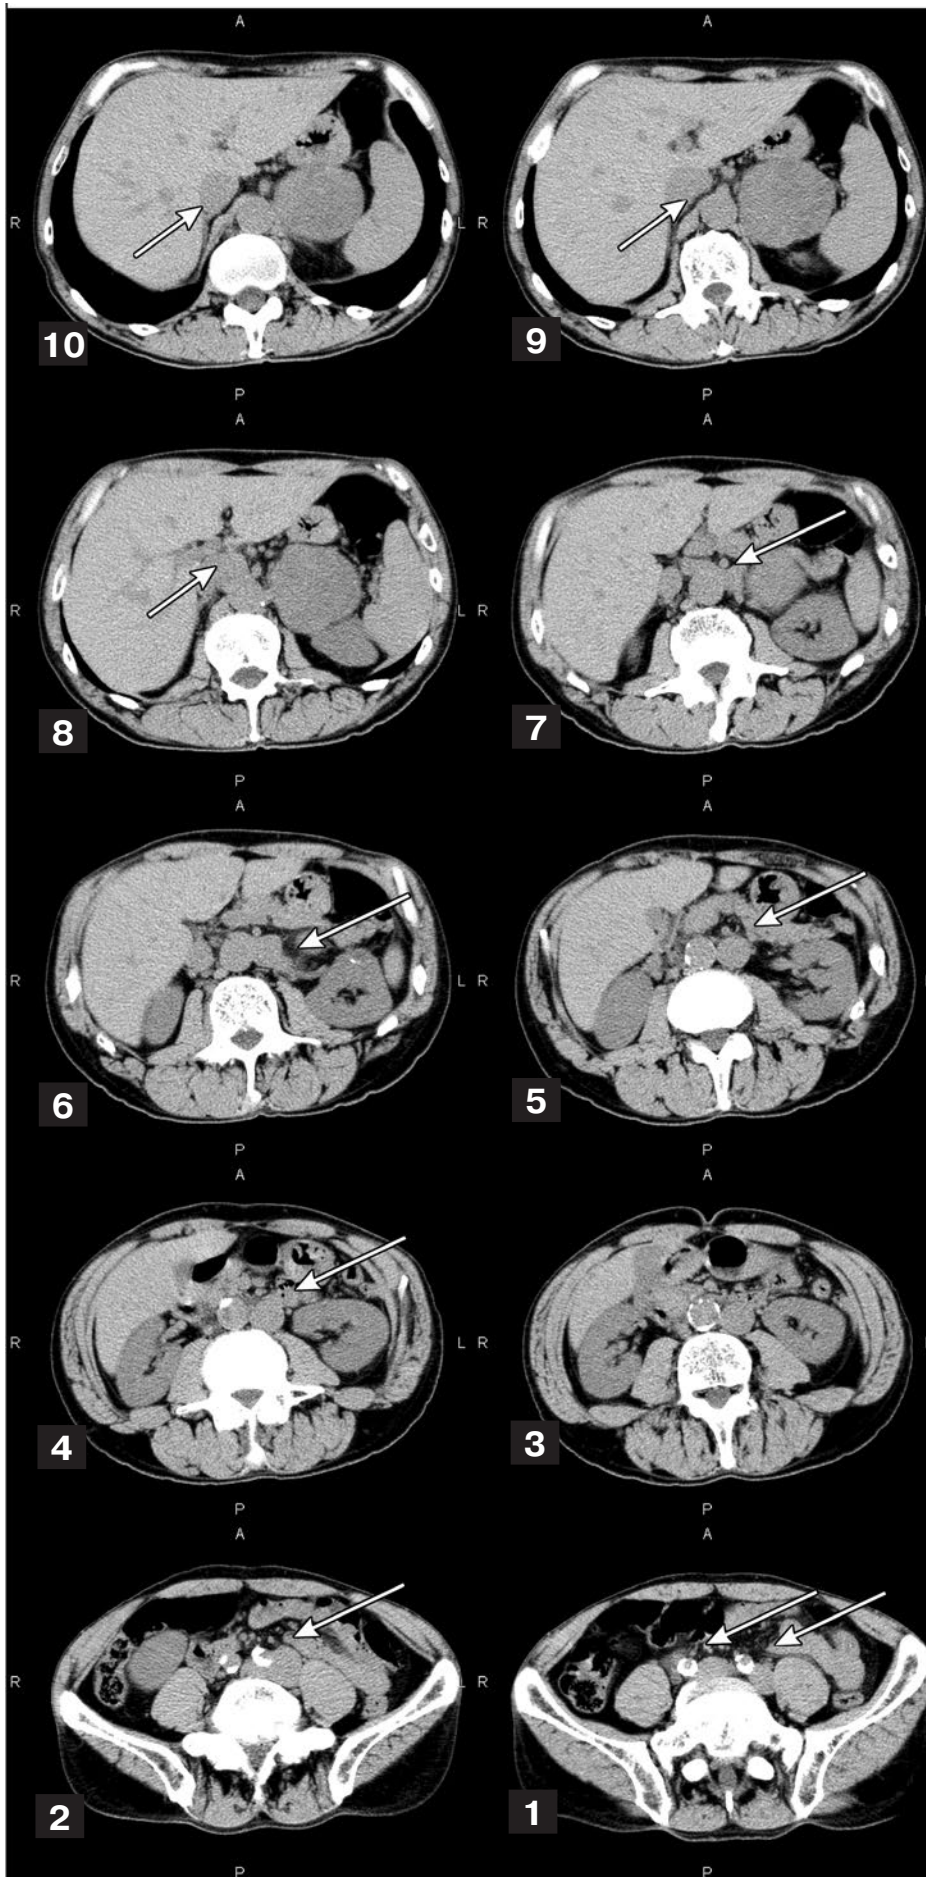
Мультиспіральна КТ.
